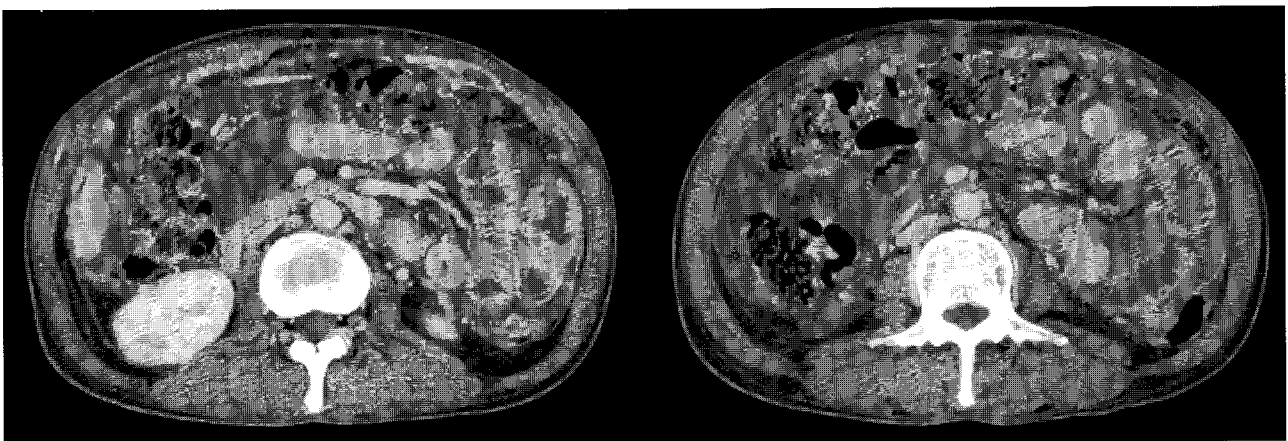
Abdominopelvic enhanced CT shows large amount of ascites with thickening of peritoneum.
